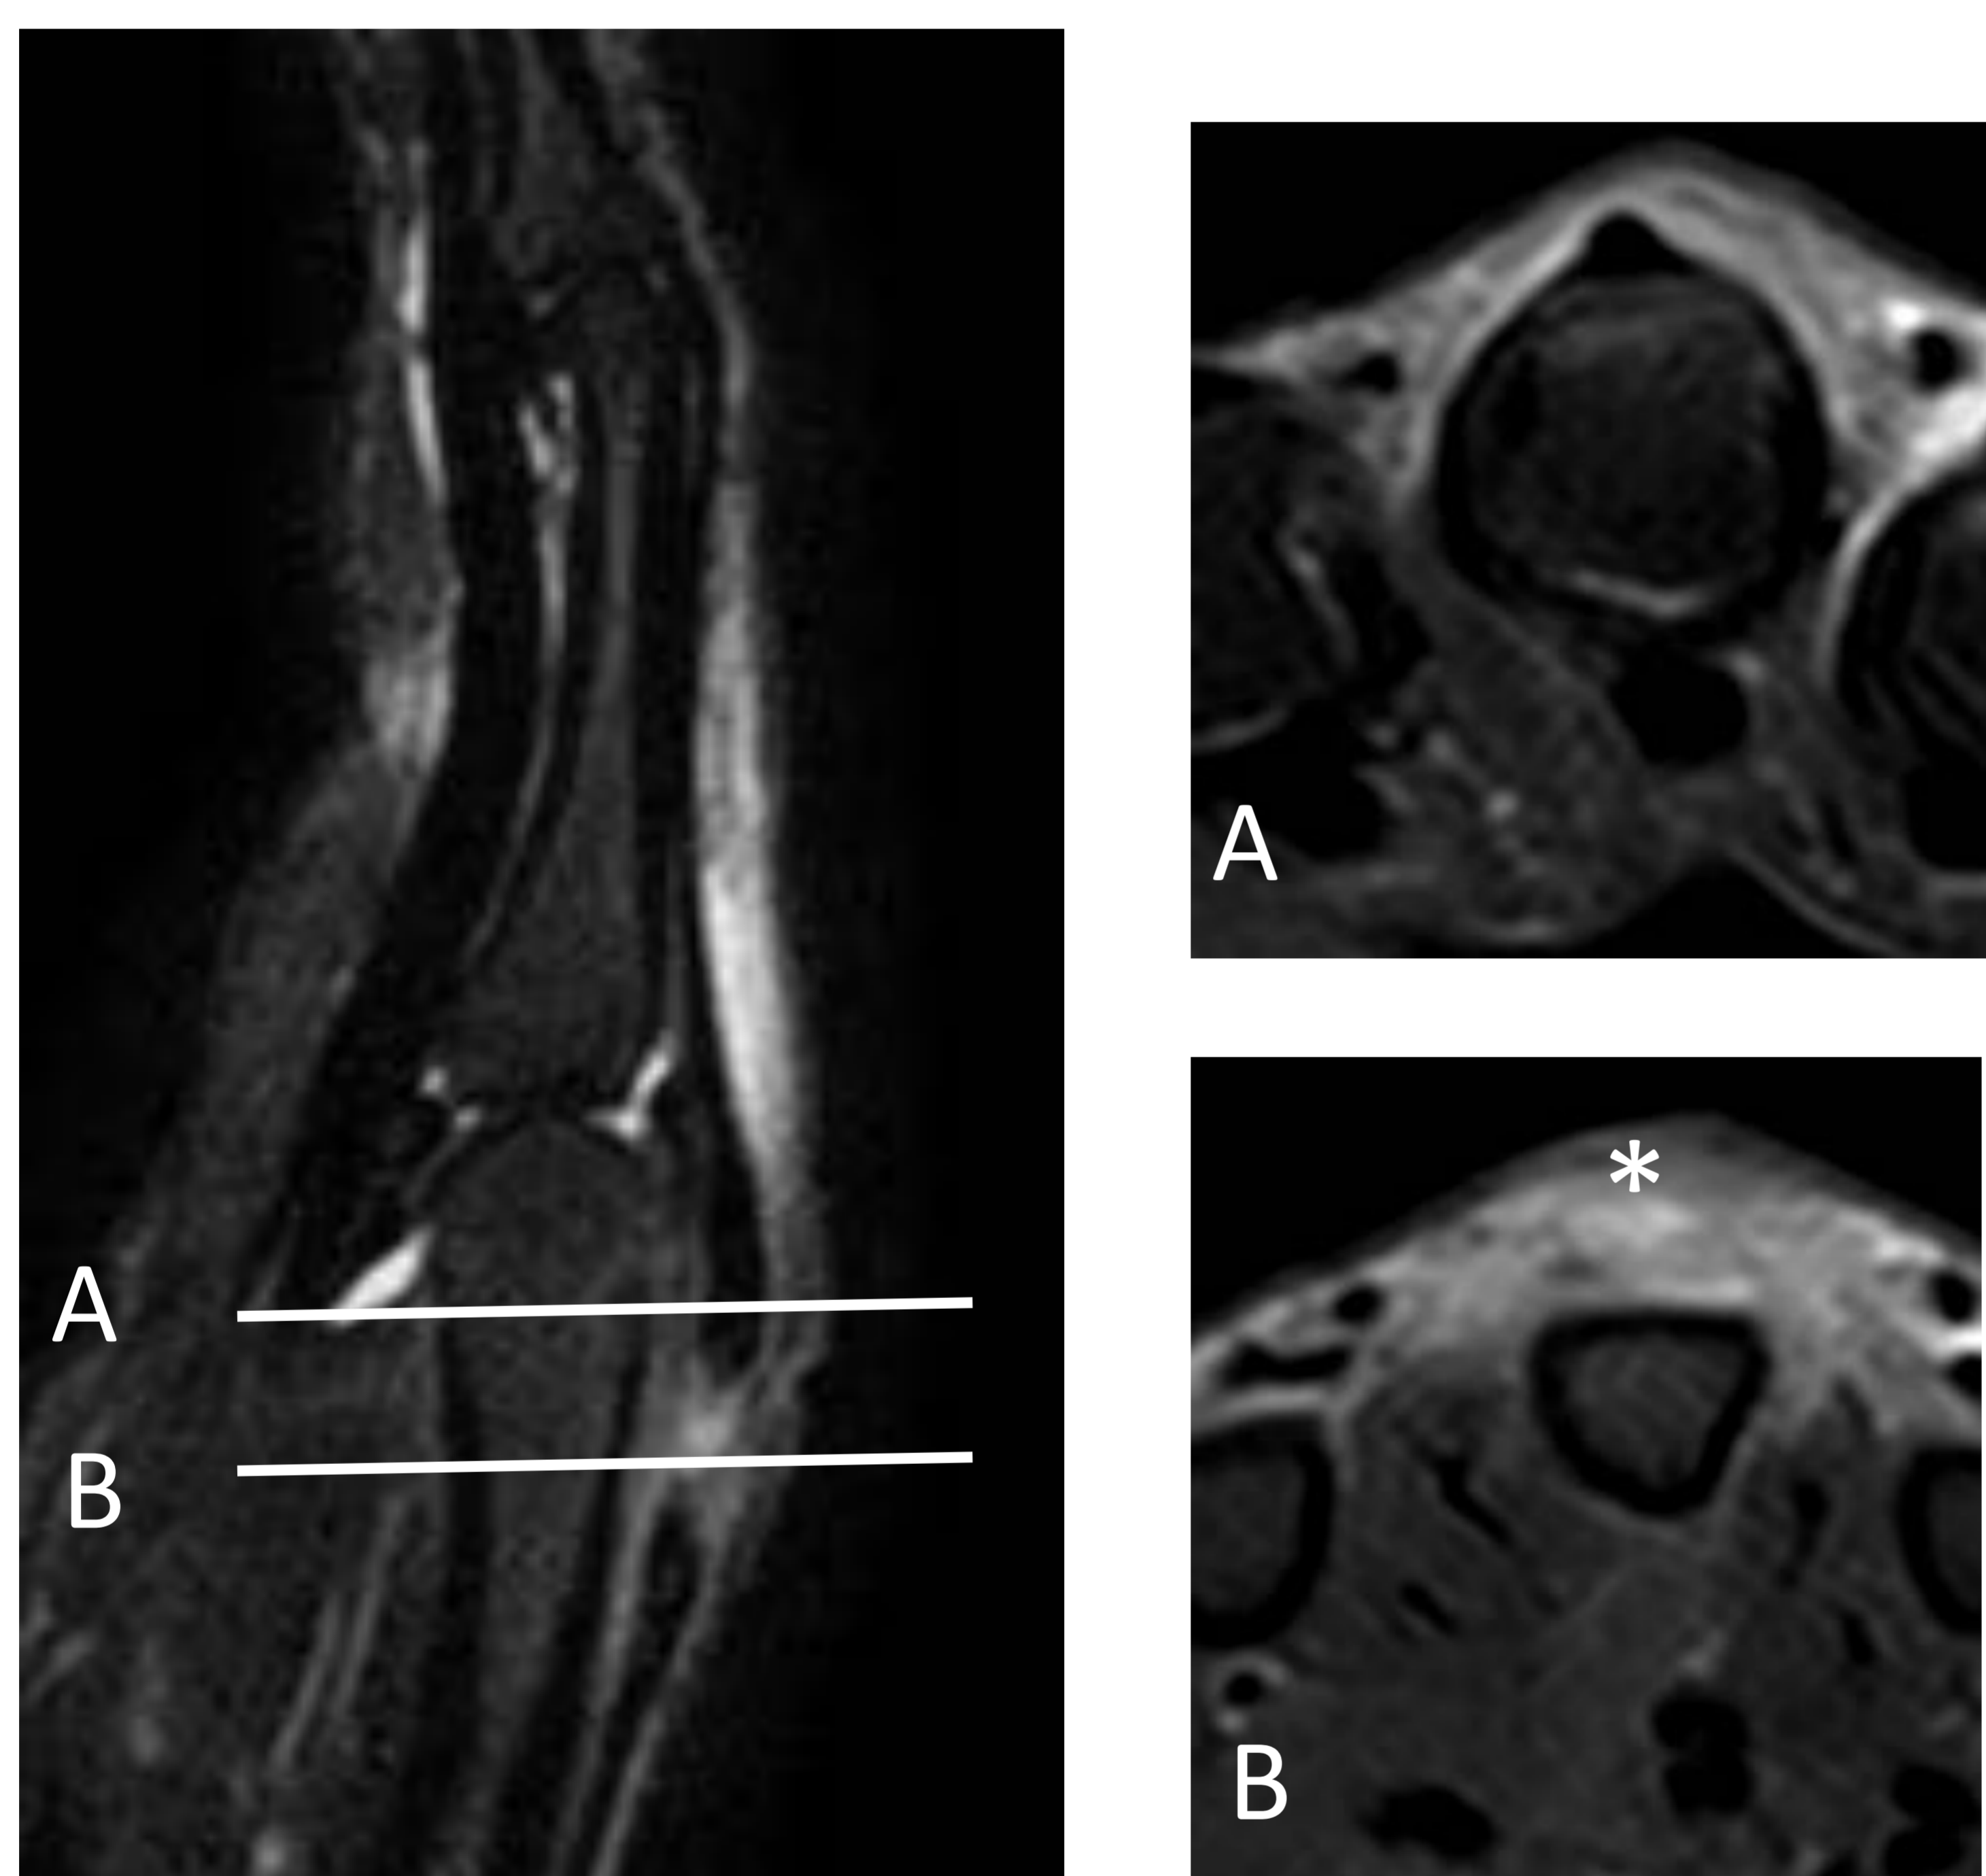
Corte en dorso de la mano izquierda. RM: rotura completa del tendón extensor del tercer dedo a la altura de la cabeza del metacarpiano con mínima separación de los cabos tendinosos. Ausencia de tendón en la imagen axial (*).
